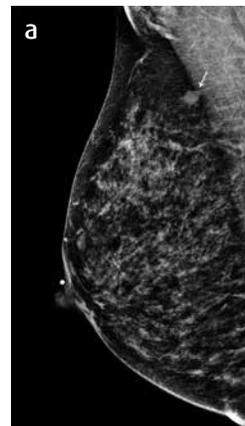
Tamizaje anual de una mujer de 52 años de edad. a) Mamografía MLO derecha: Se observa un nódulo ovalado de márgenes microlobulados en cuadrantes superiores (flecha). b) Ultrasonido de mama: Se observa un nódulo sólido ovalado, de 8 x 6,8 mm antiparalelo, de contornos angulares, hipocóico y halo hiperecogénico. Categoría BI-RADS® 4C. Estudio anatomopatológico compatible con carcinoma invasivo de tipo no específico (NOS).
